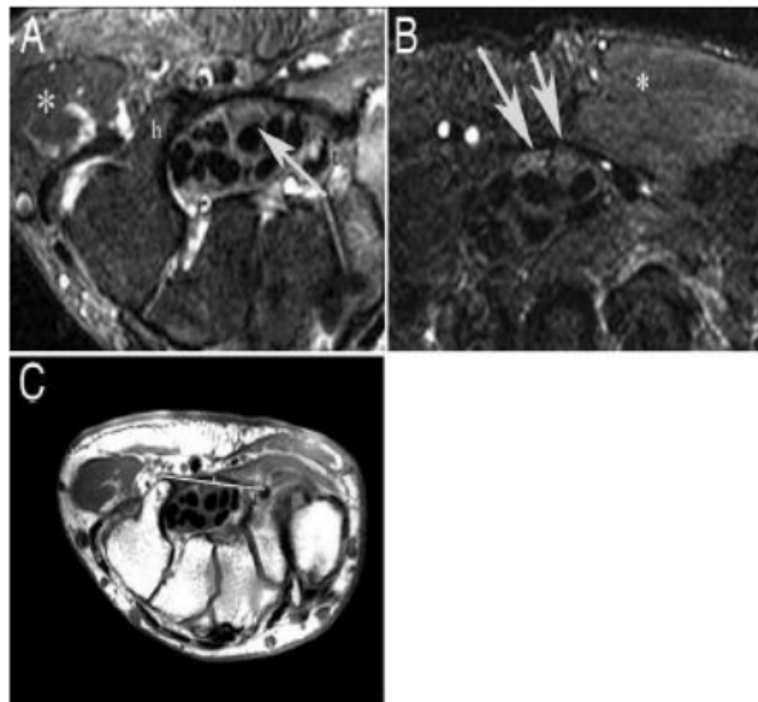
IRM du poignet.
